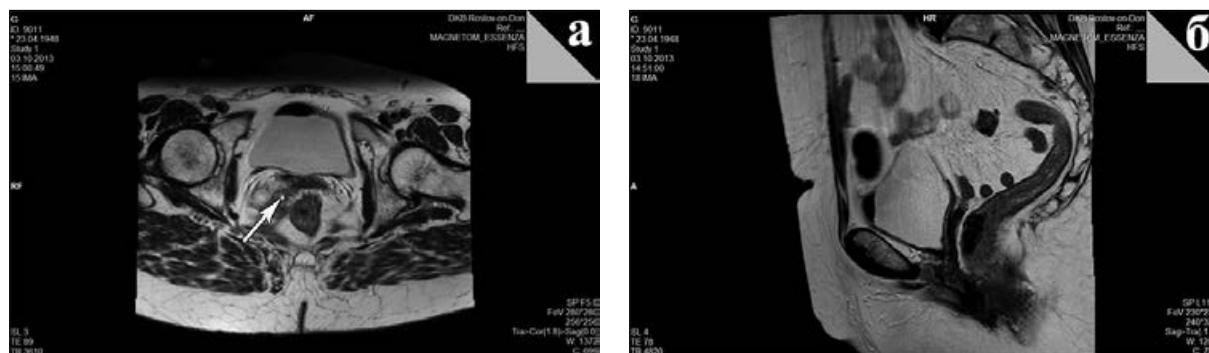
МРТ малого таза после фиксации в прямой (а) и боковой (б) проекциях (стрелкой указано место фиксации)
